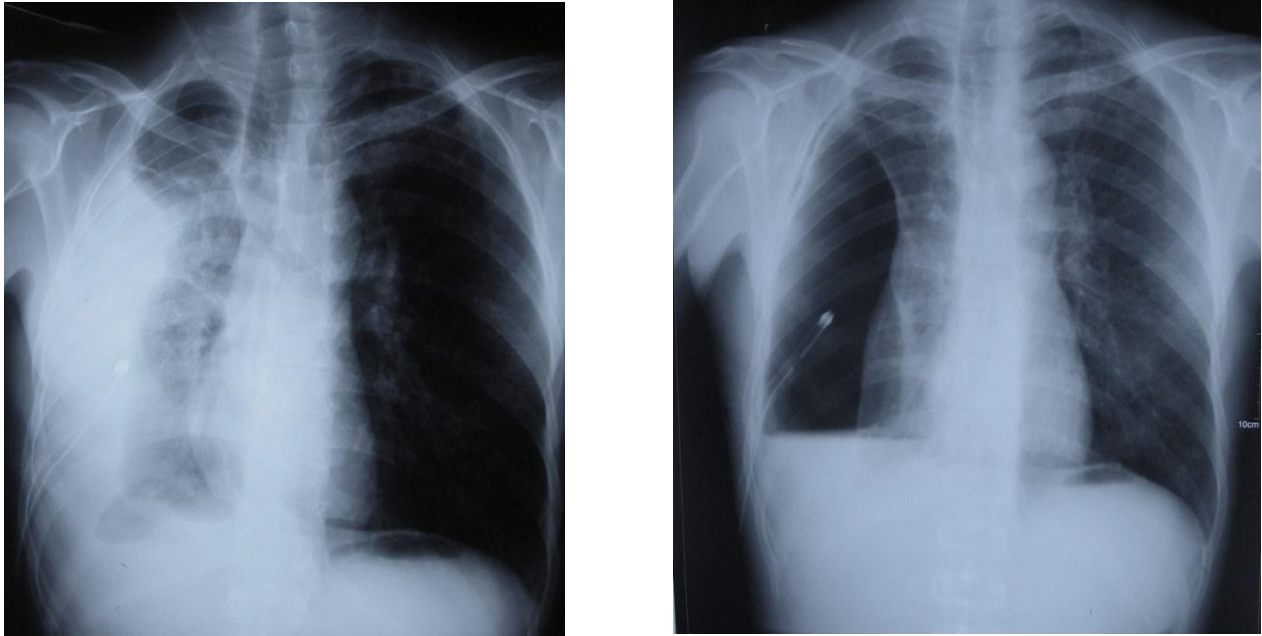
Radiographie thoracique de face montrant une poche pleurale droite avec des lésions parenchymateuses d'allure séquellaires. Après drainage pleural l'évolution est marquée par l'évidement de la poche sans retour à la paroi du poumon.
